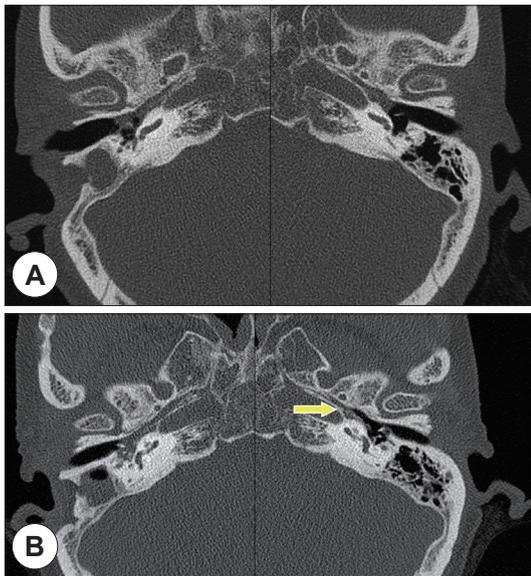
Computed tomography images of the temporal bone. Prior to treatment, soft-tissue shadows are observed extending from the Eustachian tube to the tympanic cavity in the left ear (A). After intratympanic dexamethasone injection treatment, the soft-tissue shadow in the Eustachian tube is disappeared (arrow) (B).
